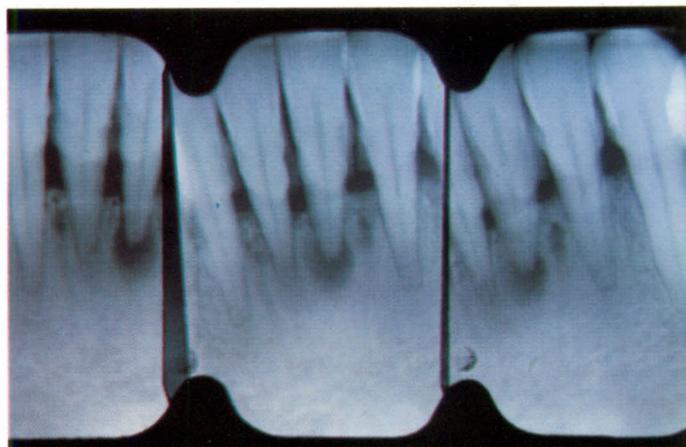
En la radiografía destacaba la pérdida horizontal de hueso, el cálculo y la imagen radiolúcida periapical en el 31.
